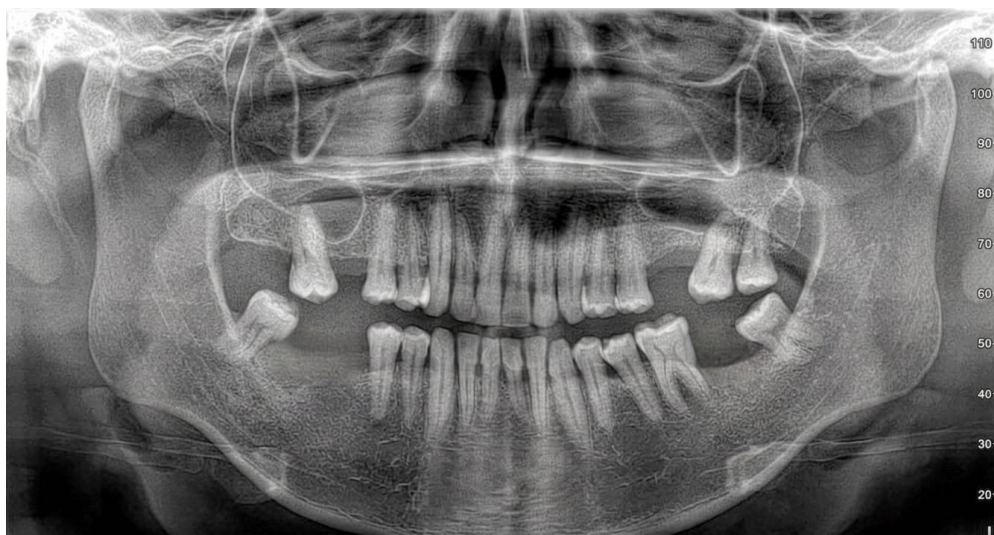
Radiografía panorámica final
